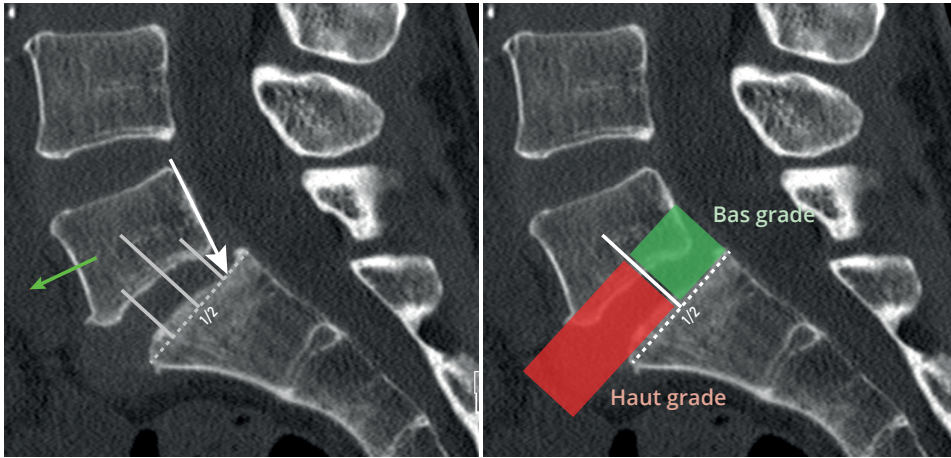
Mesure radiographique du spondylolisthésis (Meyerding) et définition des formes de bas et haut grade. Ici la mesure indique un grade I.
